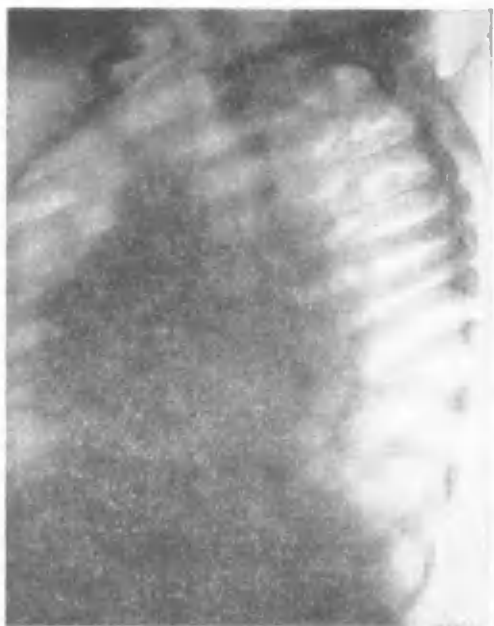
Рентгенограмма больного С. во втором косом положении. Диагноз: триада Фалло. Увеличение правого желудочка.
